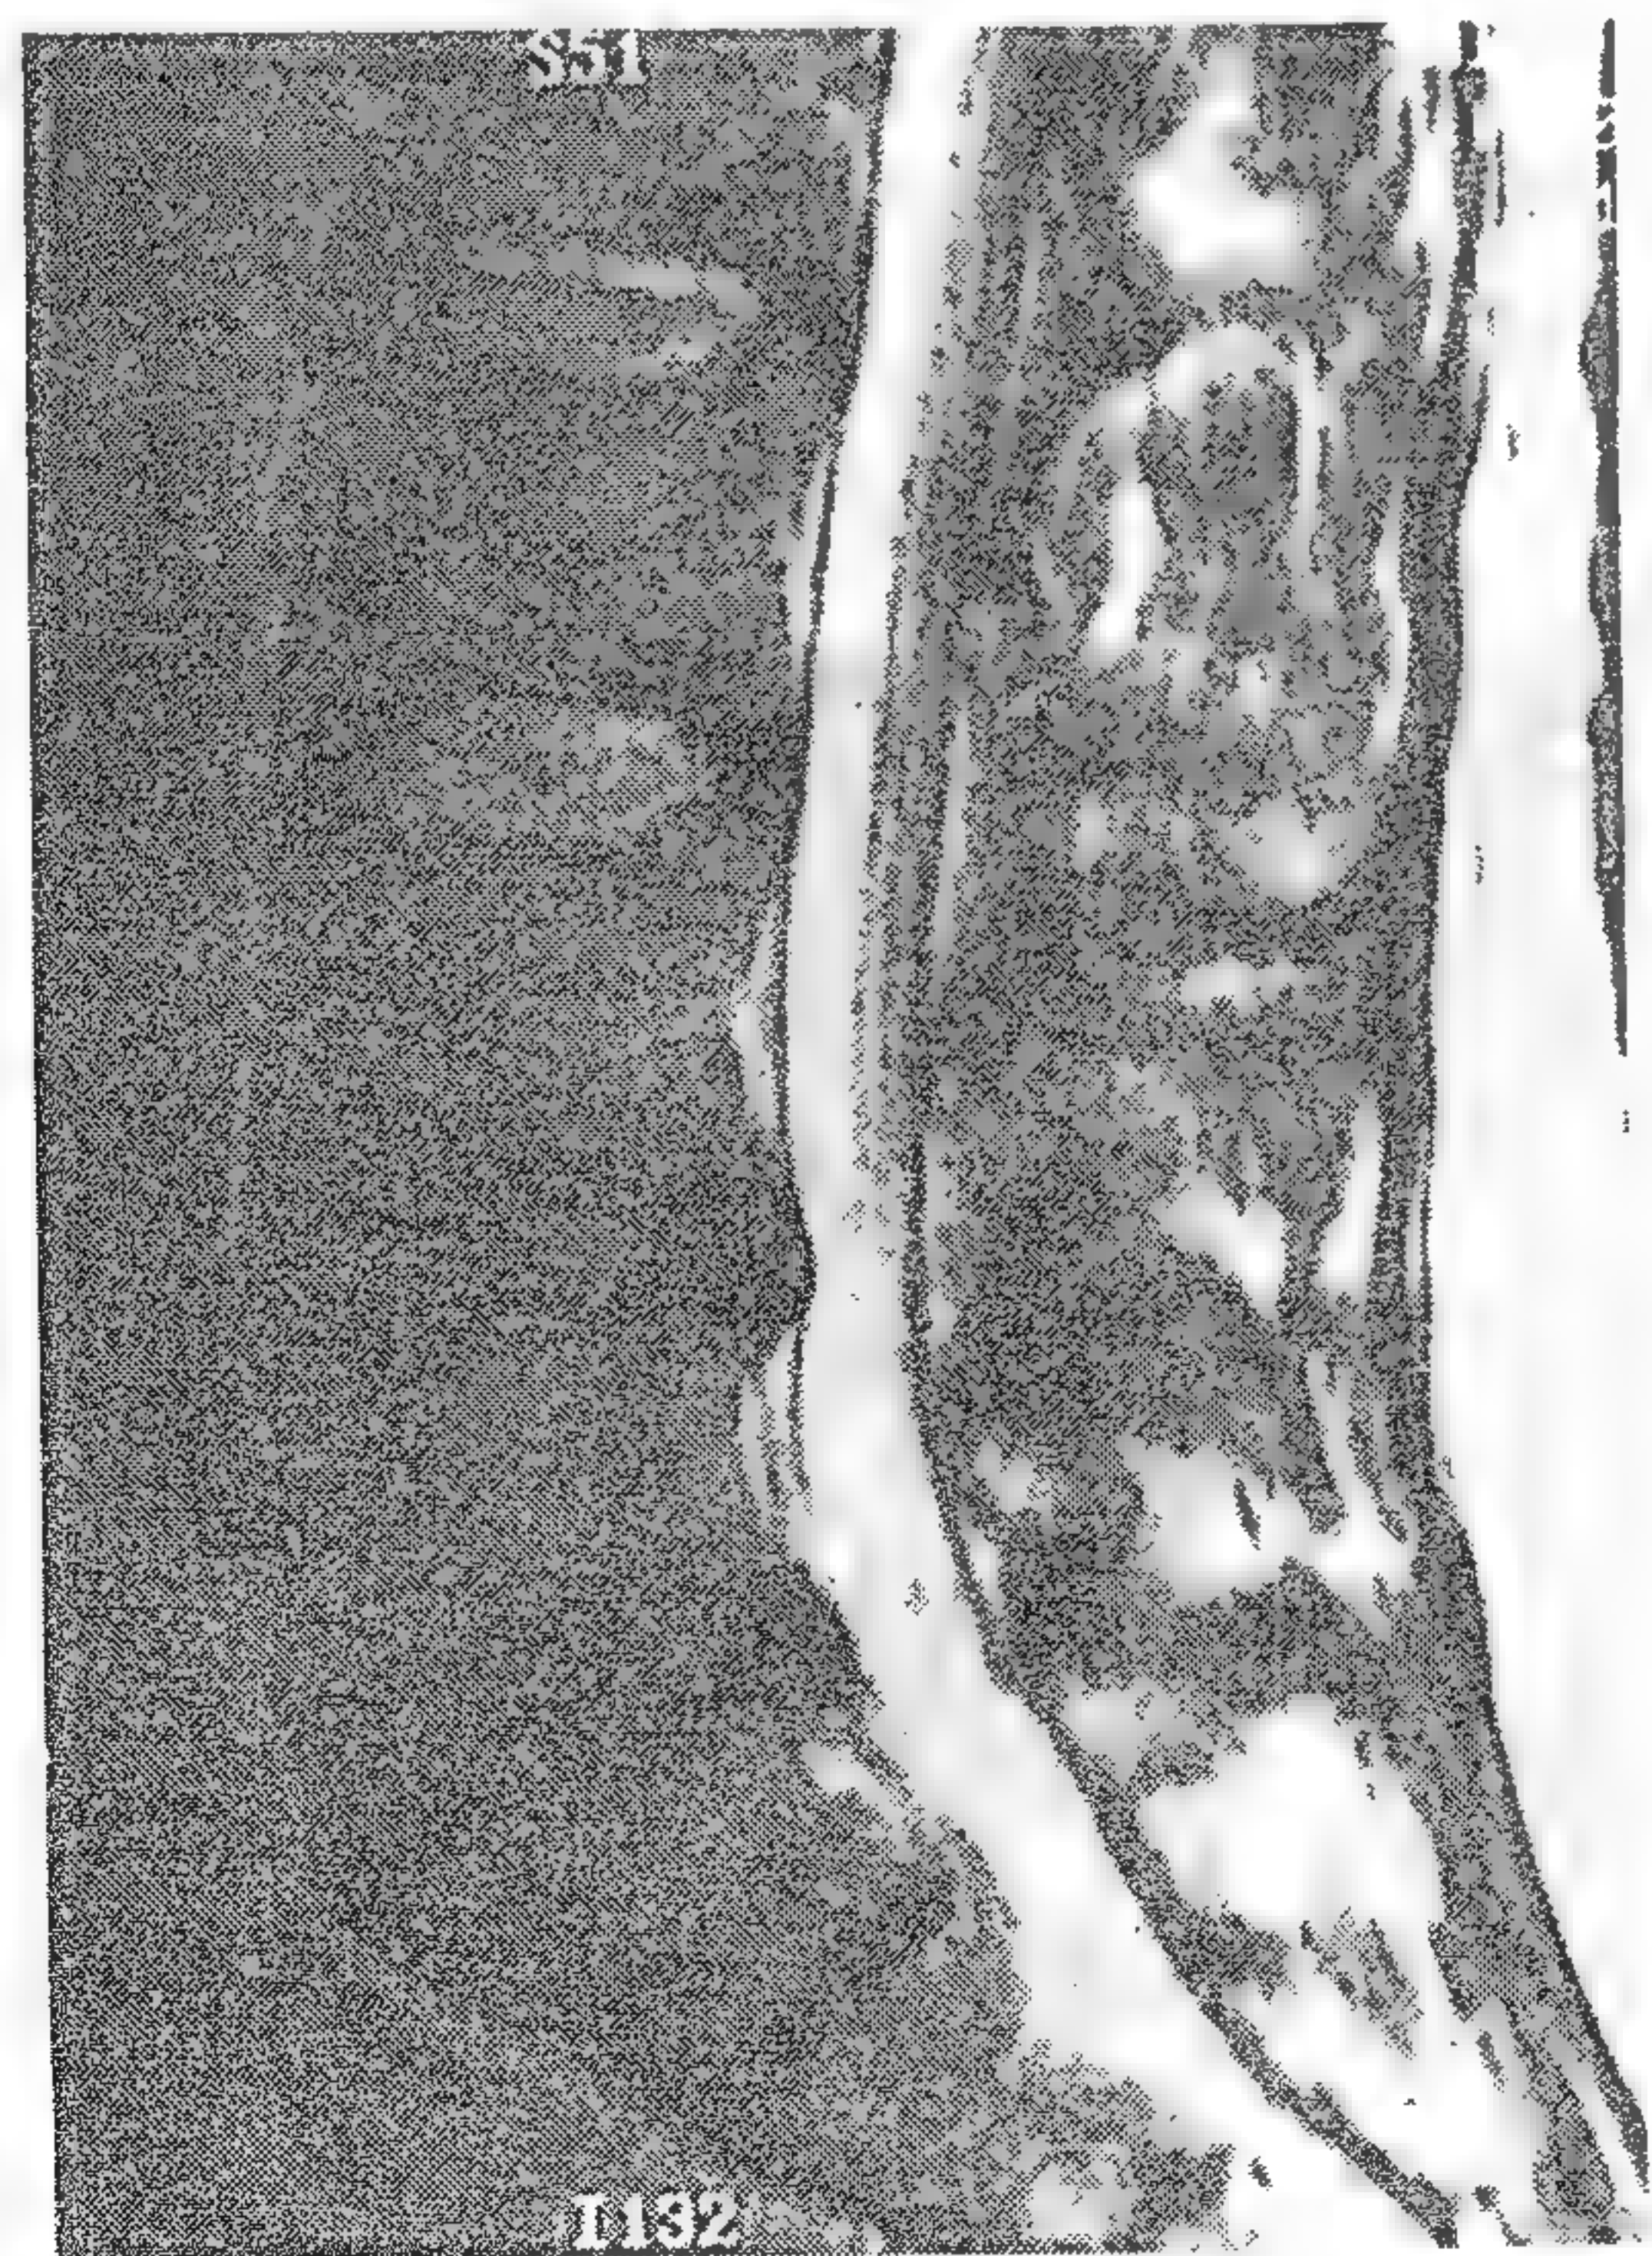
Secțiune sagitală RMN ponderată în T<sub>2</sub> a coloanei lombare. De notat degenerarea discurilor intervertebrale la L<sub>4</sub> - L<sub>5</sub> și L<sub>5</sub> - S<sub>1</sub>, cu pierderea semnalului discal și herniere a discului.
